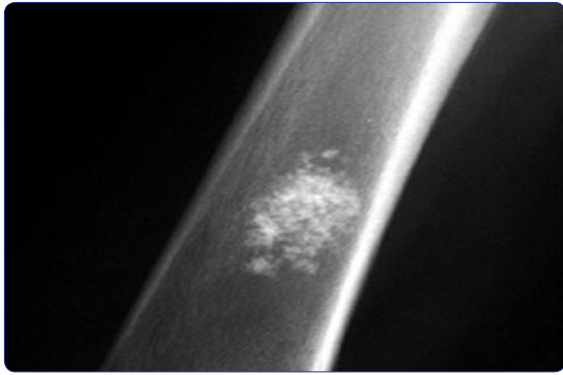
Radiografía simple de fémur derecho que muestra el encondroma calcificado.
